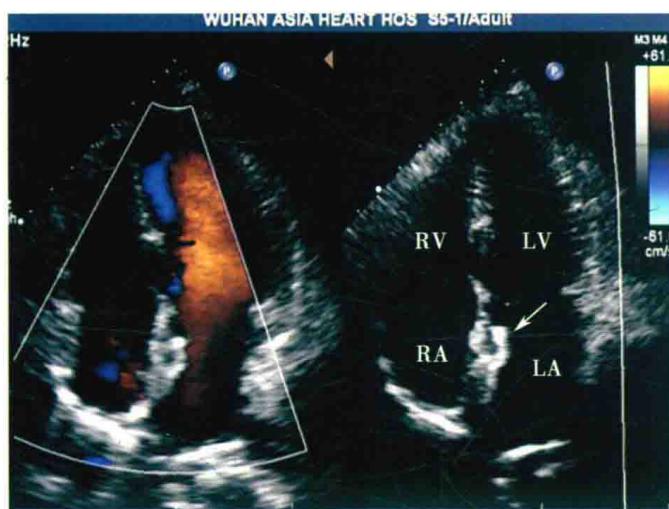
心尖四腔心切面；二维超声心动图显示封堵器位置正常（箭头），彩色多普勒显示房水平未见分流
